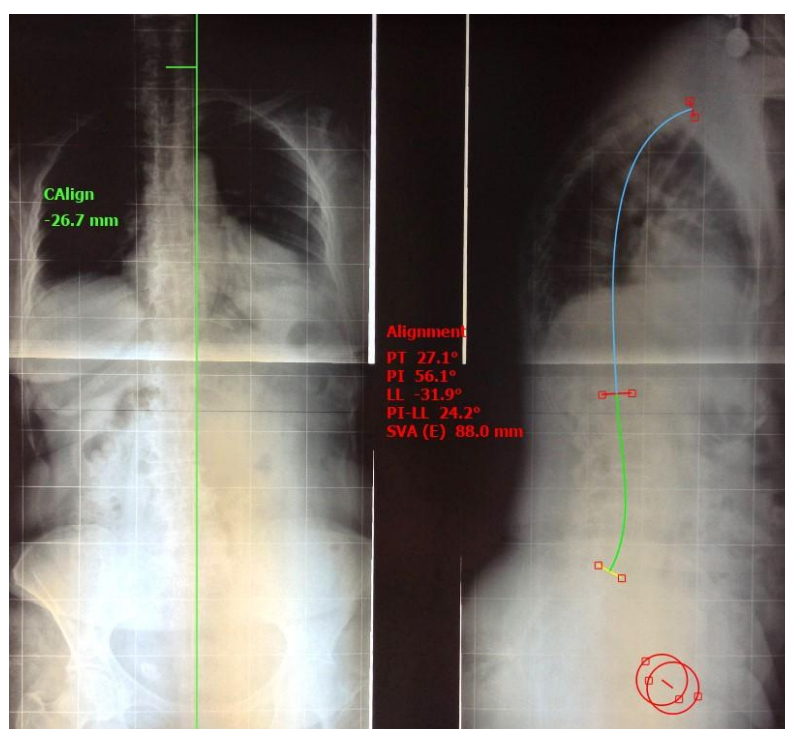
Телерентгенограмма пациентки 3., 62 лет до операции
